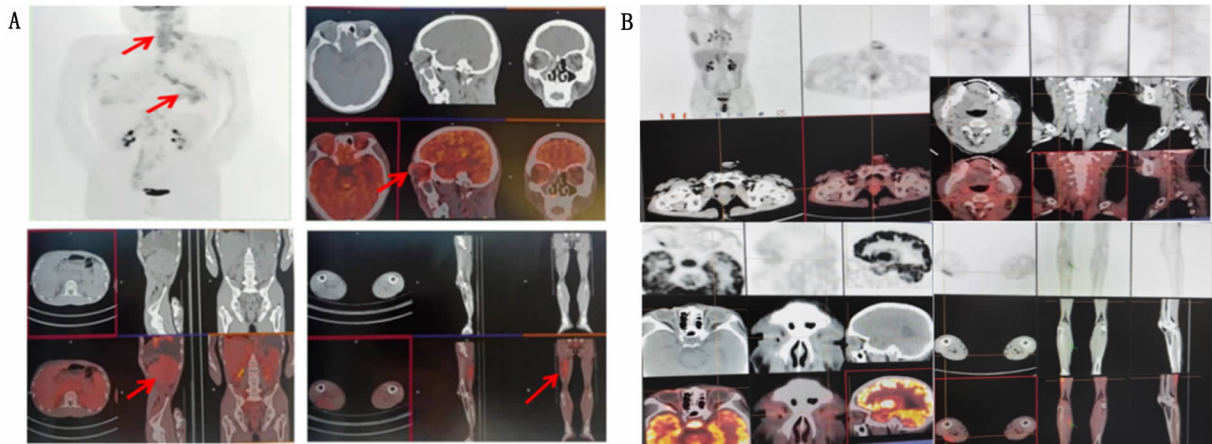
患者全身PET/CT(A为治疗前;B为治疗后)
